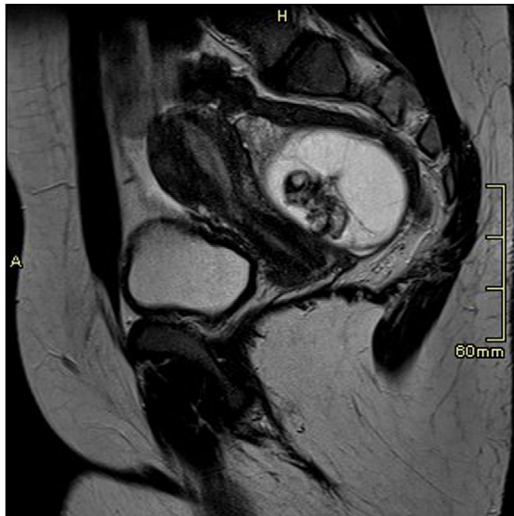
Resonancia magnética abdominal, secuencia T2, corte sagital. Lesión quística en fondo saco de Douglas de 74 x 54 mm de diámetro, hiperintensa en secuencias T2, multitabuada con polo de Rokitansky en localización anterior central, que incluye la existencia de piezas dentarias.
